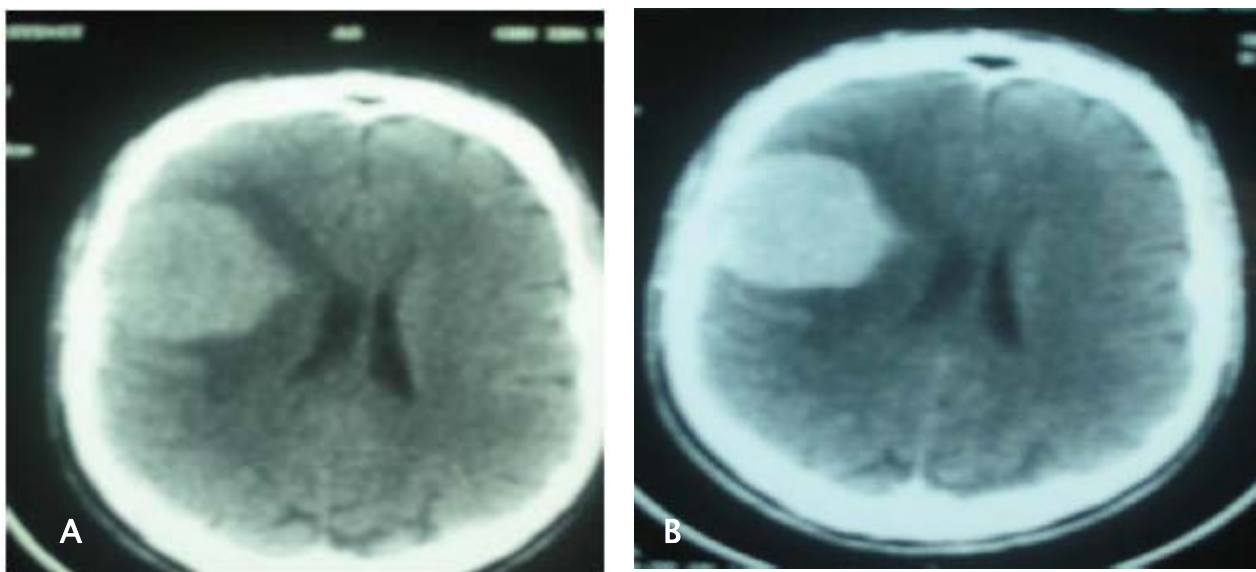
TDM cérébrale en coupe axiale sans (A) et avec injection de produit de contraste (B) montrant un méningiome de la convexité fronto-pariétale droite
